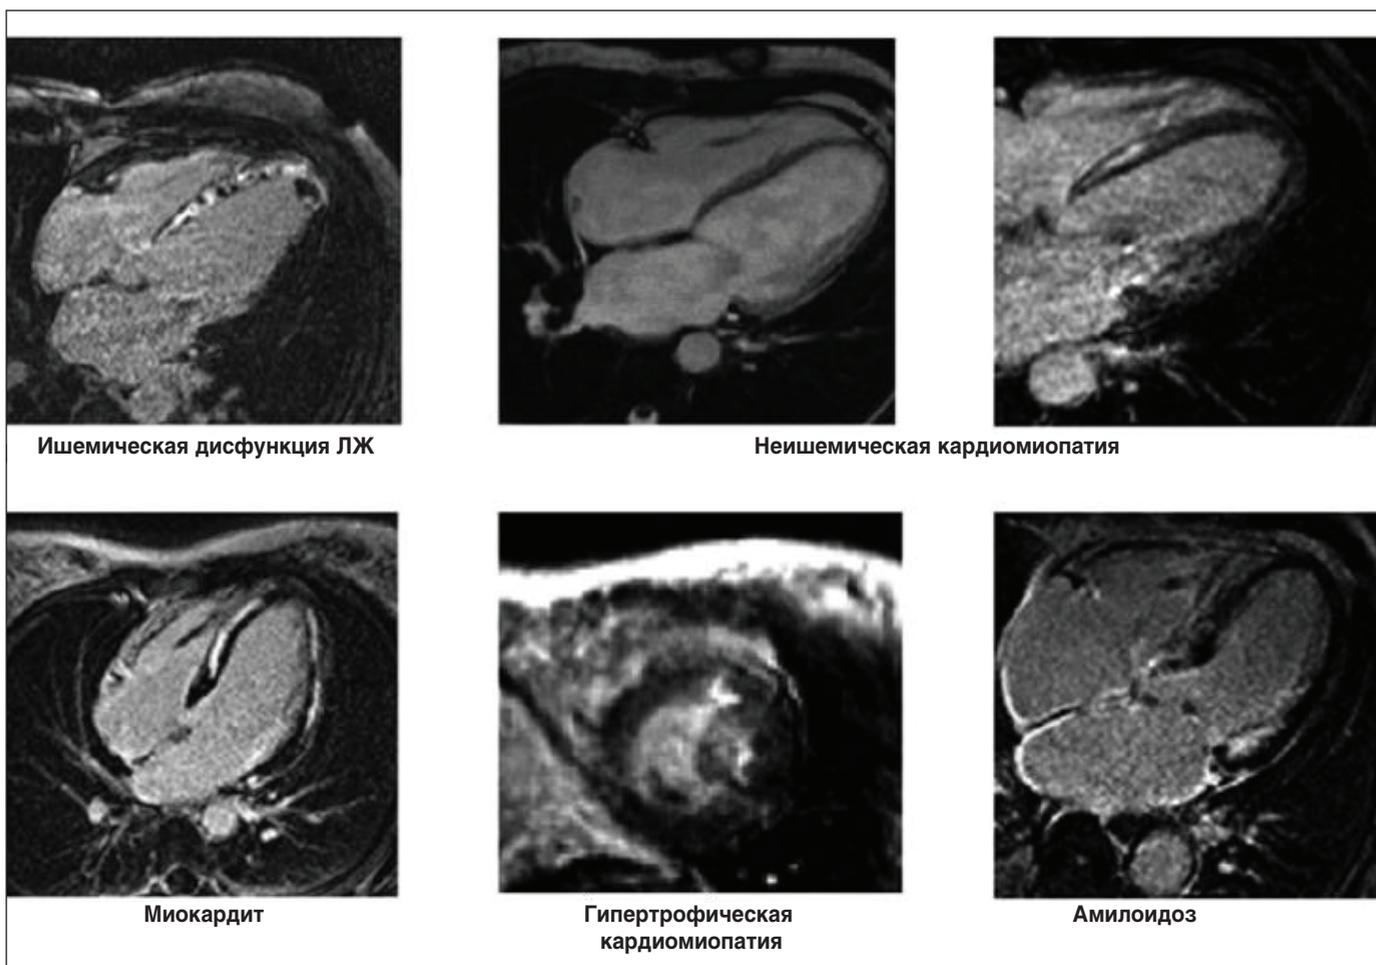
Пример использования МРТ сердца с LGE для этиологической диагностики СН. Для ишемической дисфункции ЛЖ характерен субэндокардиальный или трансмуральный феномен LGE
